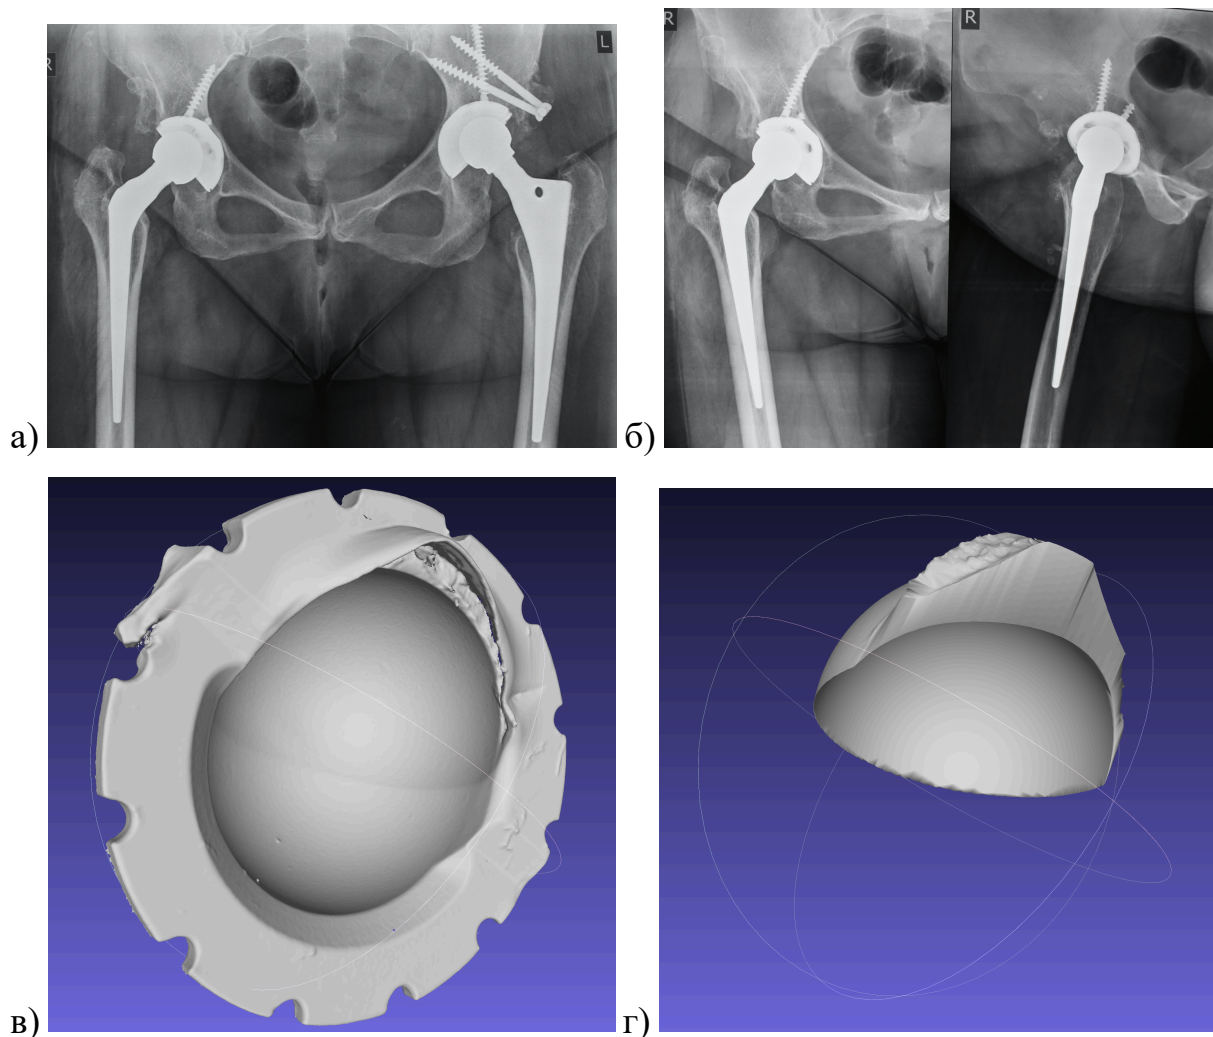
Верхне-латеральный вариант смещения головки: а – обзорная рентгенограмма таза женщины 54 лет, первичная операция 17 лет назад в возрасте 37 лет, имеется децентрация головки, угол наклона вертлужного компонента 45° , антеверсия 15° ; б – рентгенограммы правого ТБС в двух проекциях; в – 3D реконструкция вкладыша; г – 3D реконструкция зоны износа, объемный износ составил 2050 мм^3 ($120,6 \text{ мм}^3/\text{год}$)
